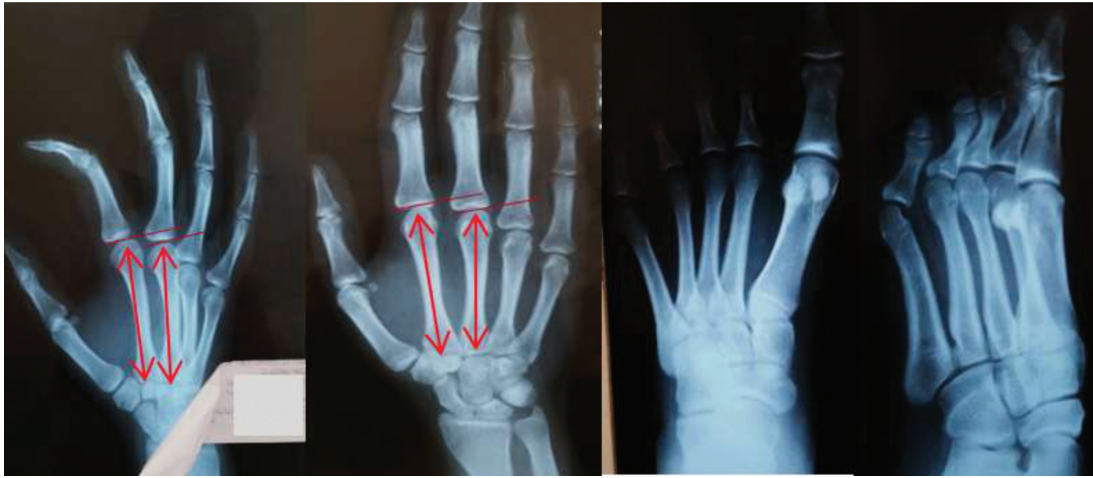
Caso 1: radiografias da mão direita (normal) e do pé esquerdo (ipsilateral à lesão) para determinação do comprimento do segundo metacarpo (MC) e de sua relação com o terceiro MC, além de verificação de qual metatarso apresentava maior semelhança anatômica com o segundo MC.
